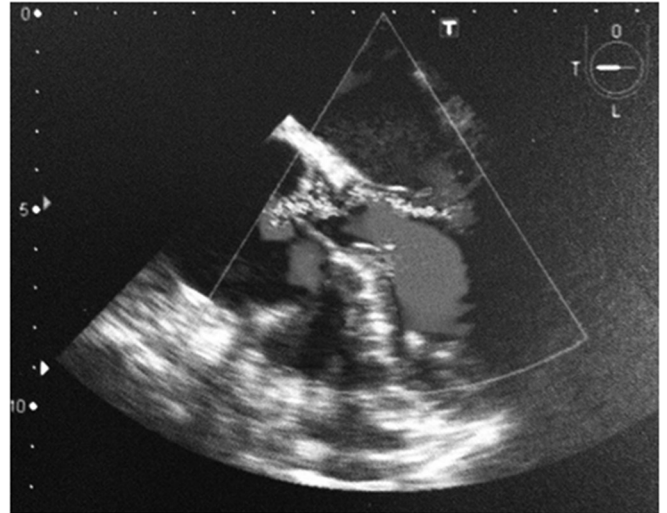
Ecocardiograma transesofágico. Septo interatrial aneurismático com ampla permeabilidade ao contraste de microbolhas.
